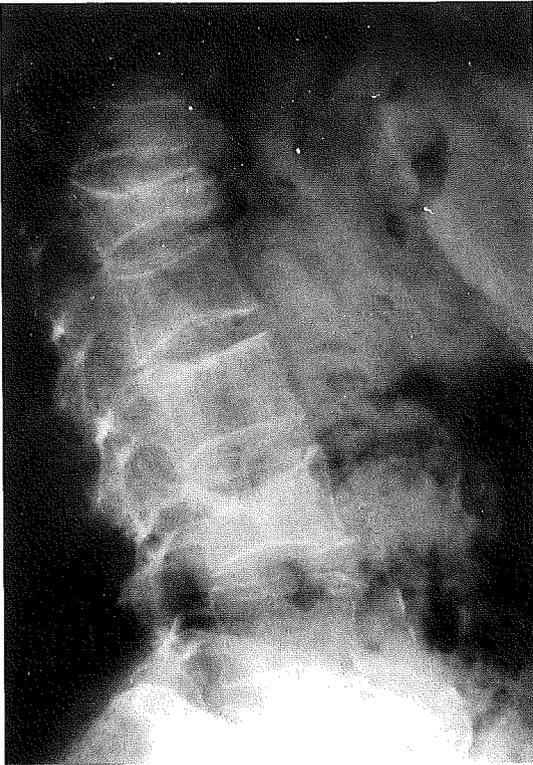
Seitliche Röntgenaufnahme der LWS und unteren BWS der geschilderten Patientin mit extremer Osteoporose. Erkennbar sind mehrere osteoporotische Wirbelkörperfrakturen und -verformungen.
